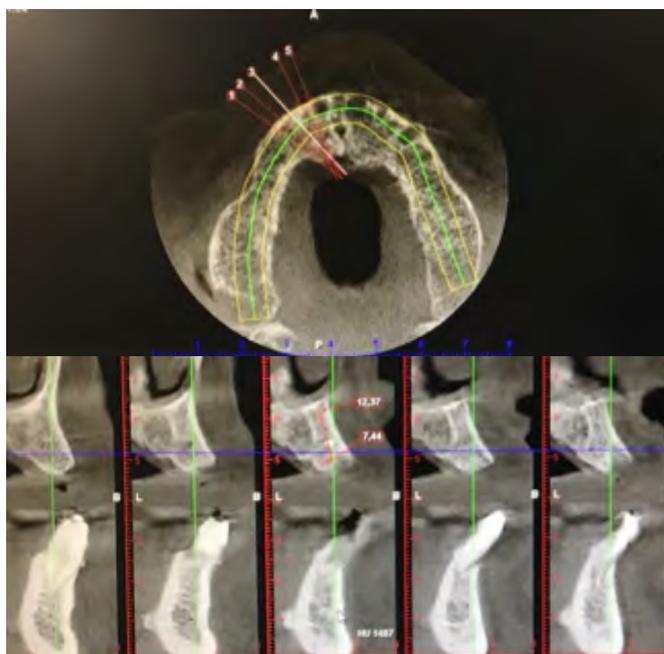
Estudio Radiológico (CBCT) del paciente en el que se aprecia la presencia de un reborde alveolar poco reabsorbido.
